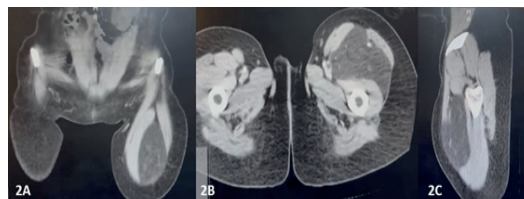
Tomografía computarizada (TC) contrastada de muslo izquierdo.
